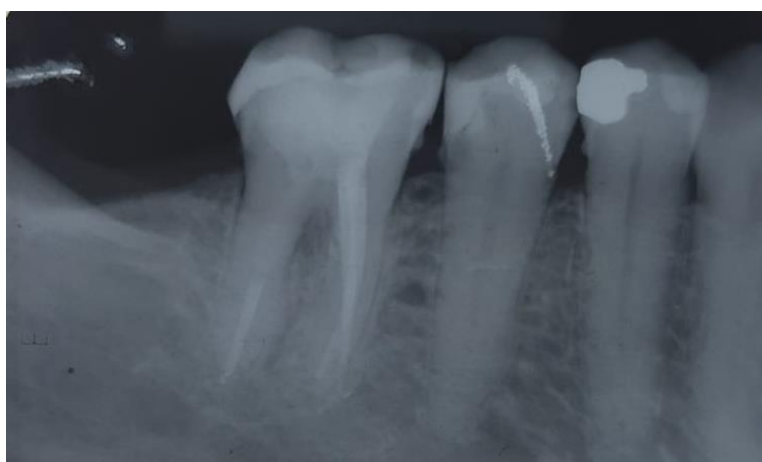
Radiografia de preservação, após 10 meses.
